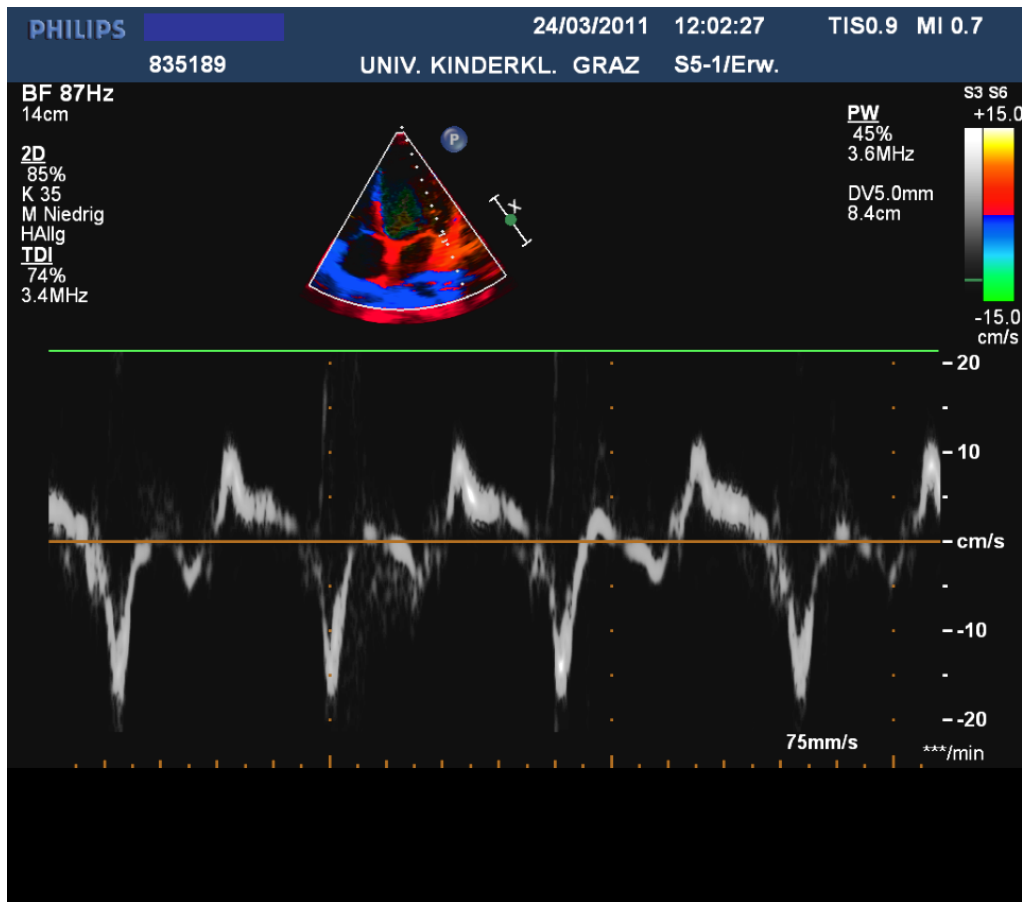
Messung der MAPSV im Vierkammerblick bei einem 11-jährigen mittels Gewebsdopplersonographie
